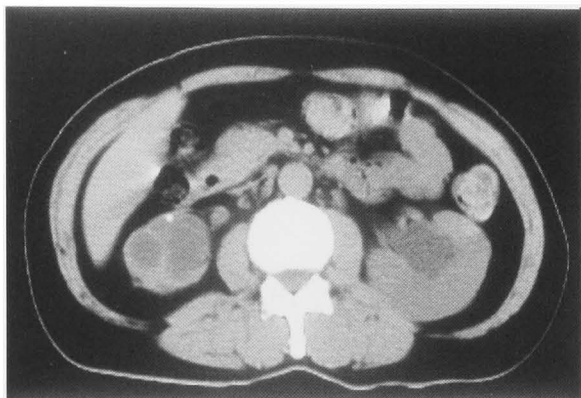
Abdominal CT revealed left hydronephrosis and multiple cystic pattern of right kidney.
